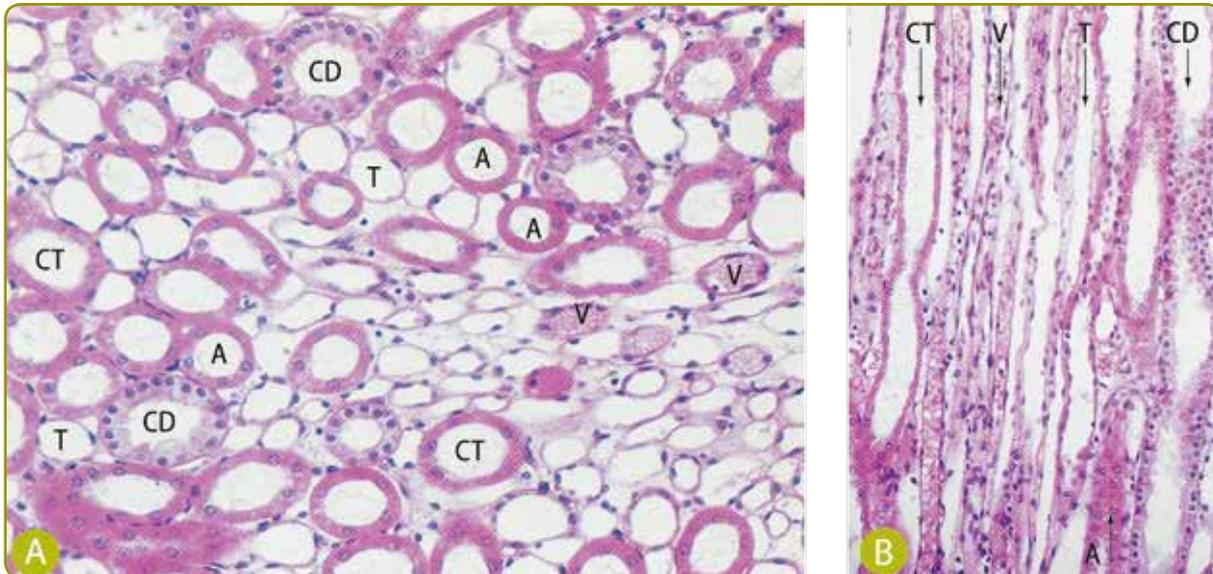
(A) e (B) Túbulos da medular. a) Corte transversal e b) corte longitudinal. Alça de Henle fina (T) e espessa (A), túbulo coletor (CT); Vasos retos (V); Ductos coletores (CD). (BURKITT, 1994, p. 297)
